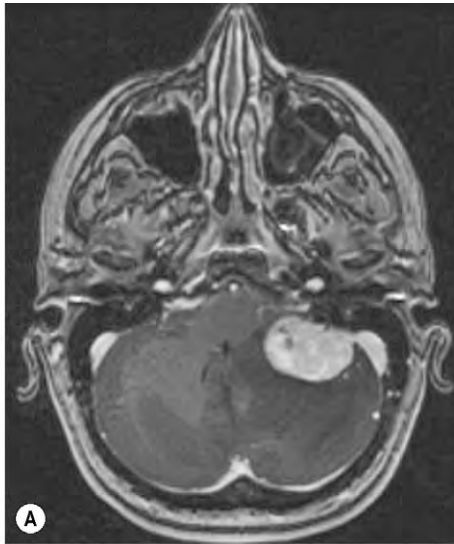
Tumores de un síndrome de von Hippel-Lindau. (A) La RM axial muestra un hemangioma cerebeloso; (B) TC axial del abdomen que muestra un carcinoma renal.
